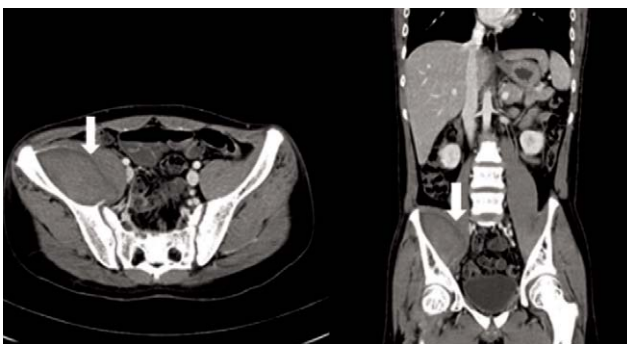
Computed tomography demonstrates a large right iliacus hematoma (arrow).
